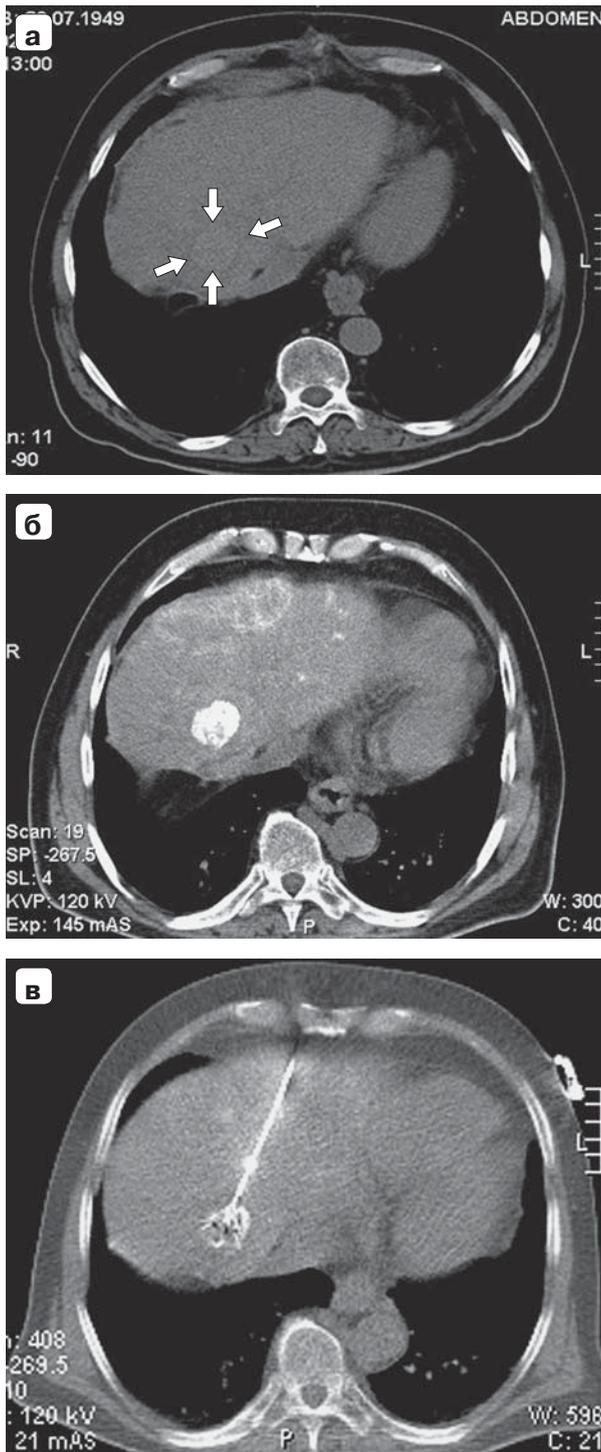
Компьютерные томограммы. Предварительная масляная эмболизация ГЦР для лучшего отображения опухоли и проведения РЧА под контролем КТ: а – нативное исследование, опухоль плохо видна и практически не определяется в режиме КТ-флюороскопии (стрелка); б – нативное исследование через 7 дней после масляной артериальной эмболизации, опухоль хорошо накопила и удерживает эмболизат; в – чрескожная РЧА под контролем КТ.
